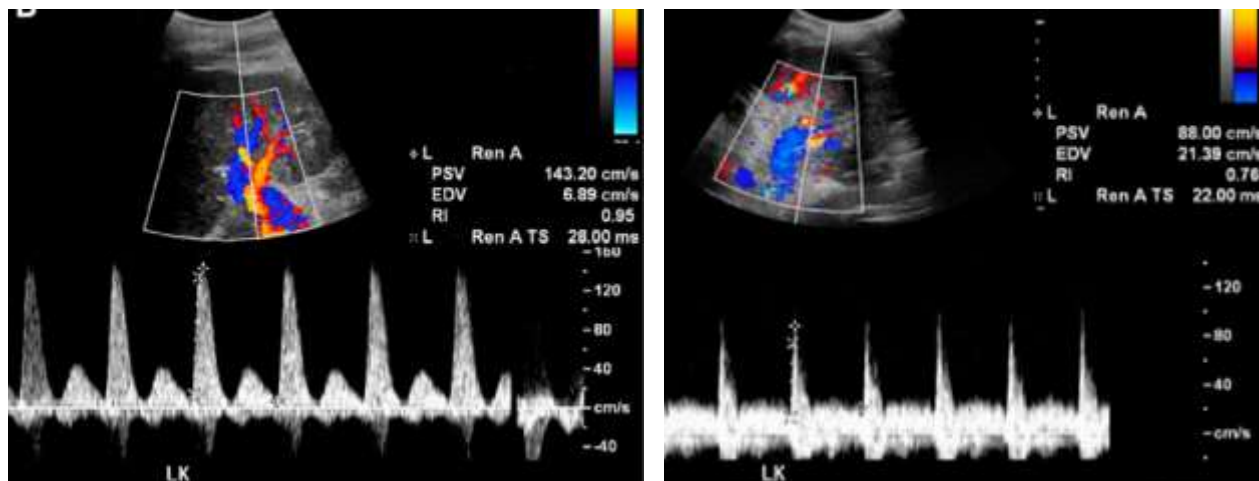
Imágenes ecográficas en modalidad Doppler pulsado (A) muestra índice de resistencia normal de 0.63 y patrón de arteria rena normal. (B) Arteria renal segmentaria inferior izquierda muestra índice de resistencia que es anormalmente alto de 0.76 (22).
